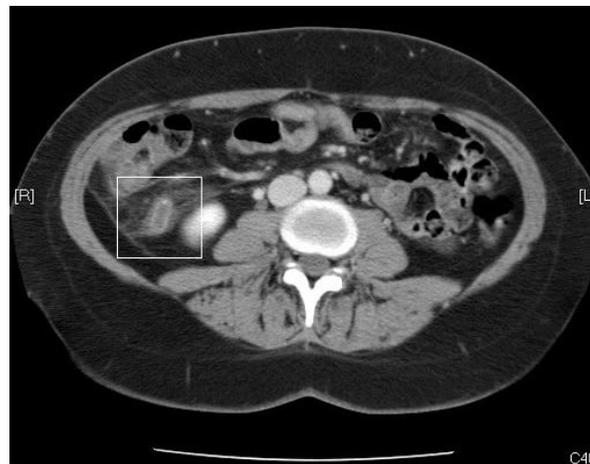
TAC con contraste intravenoso, con presencia de halo peri-apendicular sugestivo de absceso.
